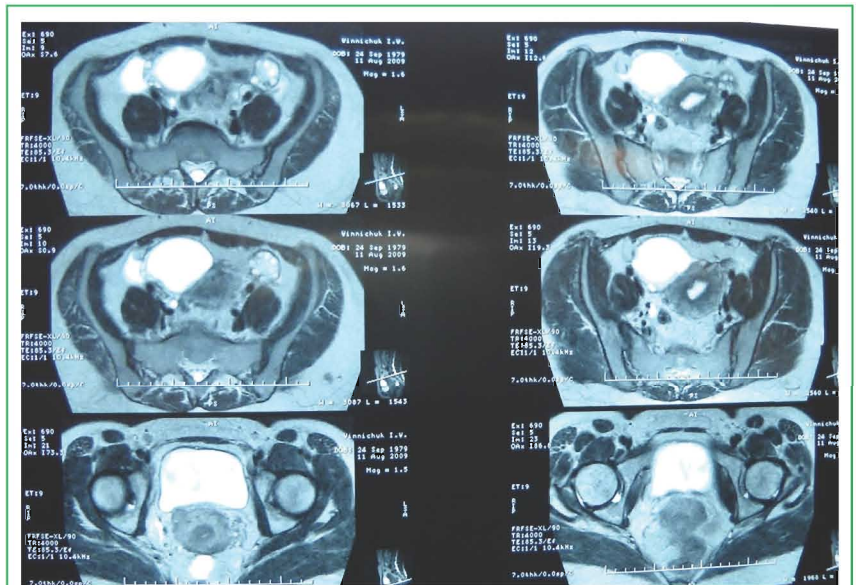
Магнітно-резонансна томограма хворої В., 1979 р.н.
